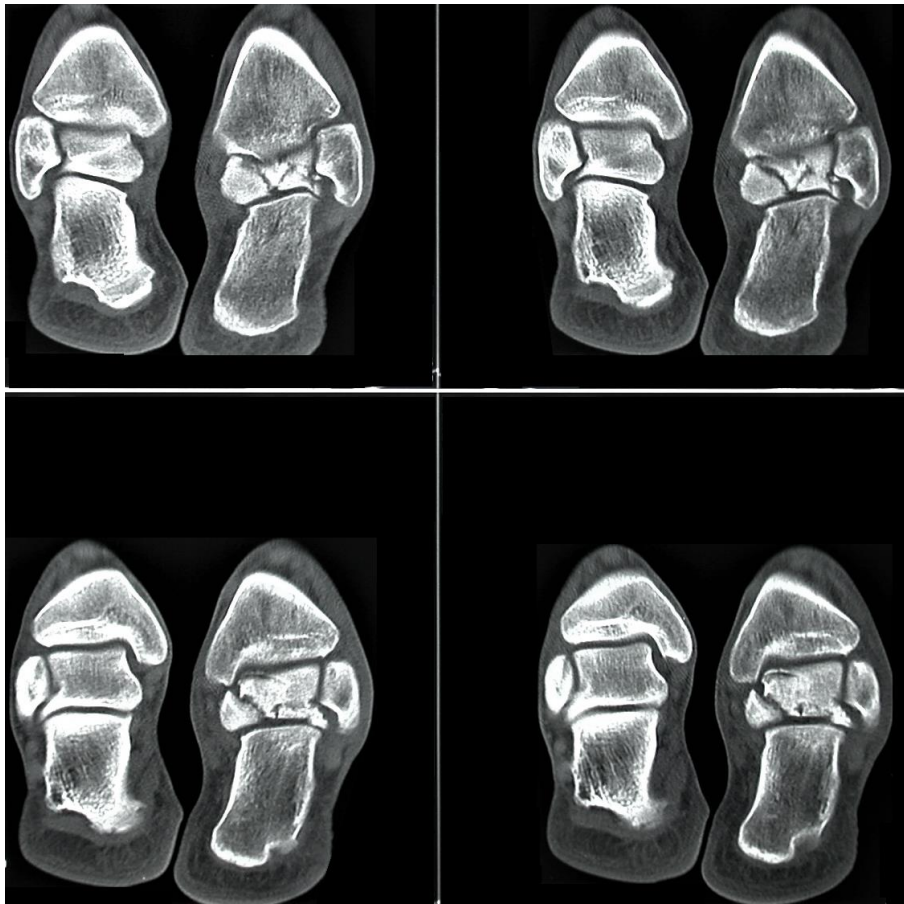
TDM des deux chevilles en coupes coronales, montrant une fracture comminutive du corps du talus droit.*
